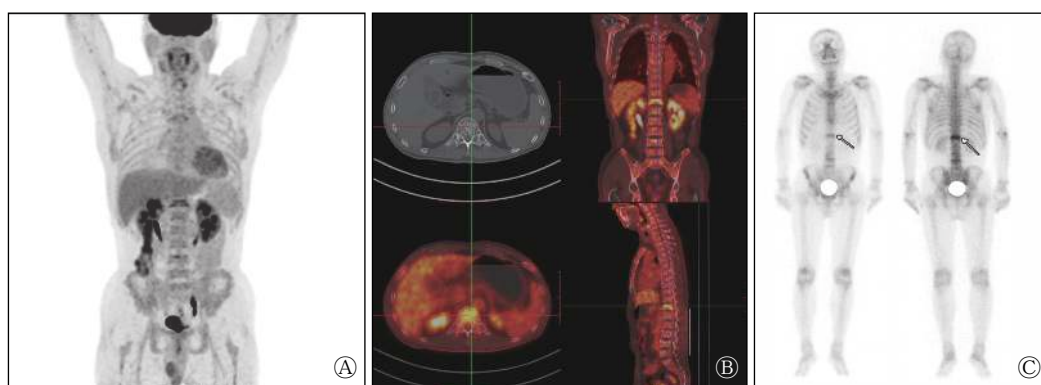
多发性骨髓瘤患者(男性, 45岁)的 $^{18}\text{F}$ -FDG PET/CT及 $^{99\text{Tc-m}}$ -MDP SPECT全身骨显像图 图中, A~B:  $^{18}\text{F}$ -FDG PET/CT显像表现为全身骨髓 $^{18}\text{F}$ -FDG代谢弥漫性增高( $\text{SUV}_{\text{max}}=4.1$ )及T12椎体骨质破坏伴 $^{18}\text{F}$ -FDG代谢局灶性增高( $\text{SUV}_{\text{max}}=6.3$ ); C:  $^{99\text{Tc-m}}$ -MDP SPECT全身骨显像仅表现为T12椎体骨盐代谢增高。FDG: 氟脱氧葡萄糖; PET/CT: 正电子发射断层显像计算机体层摄影术; MDP: 亚甲基二膦酸盐; SPECT: 单光子发射计算机体层摄影术;  $\text{SUV}_{\text{max}}$ : 最大标准化摄取值。
